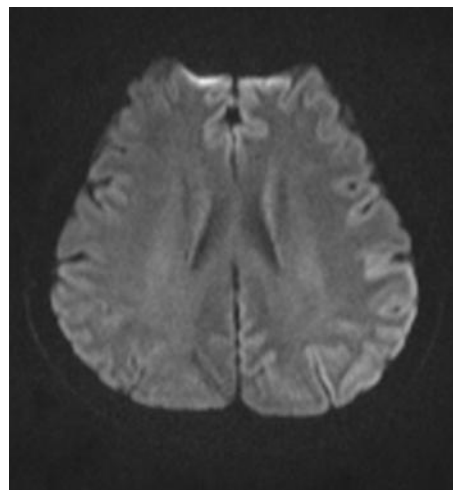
RMN de cráneo: imagen hiperintensa en flair occipital izquierda
